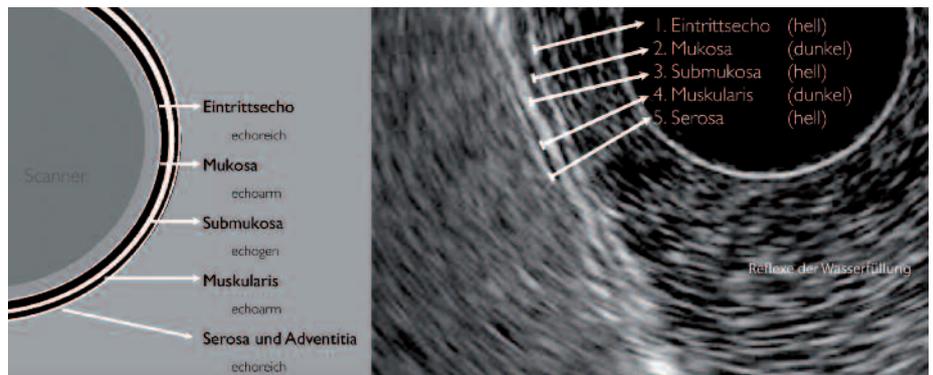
(links): Detailauflösung in Abhängigkeit von der benutzten Schallsonde. Die Graustufen (hell/dunkel) repräsentieren die sonographische Darstellung der Schichten (echoreich/echoarm).
